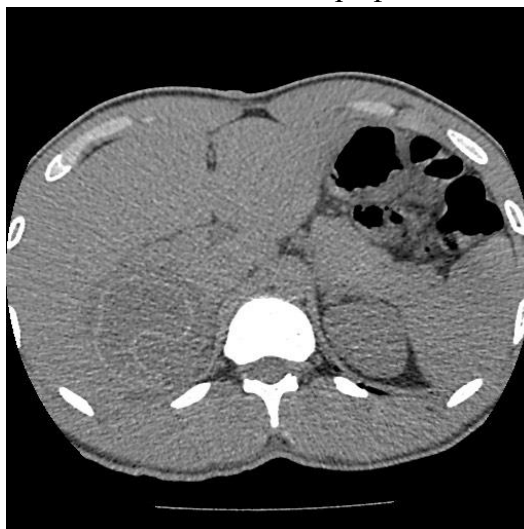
КТ печени: множественная эхинококковая киста VI сегмента с частично отслоенной внутренней оболочкой (симптом «плавающей мембраны» – стрелкой указана волнистая линия отслоившейся паразитарной оболочки)[19]. Данный признак характерен для переходной стадии (CE3) эхинококкоза.
